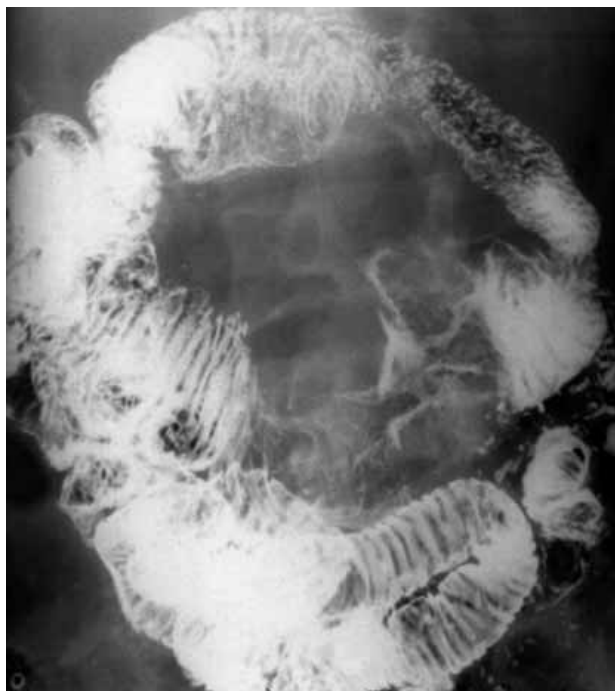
Фрагмент рентгенограммы контрастированной тощей кишки пациента К., 74 лет. Лейомиома тощей кишки. В проксимальном отделе тощей кишки определяется округлой формы дефект наполнения до 2,5 см в диаметре с четкими контурами. Эластичность стенки кишки в зоне поражения не изменена.
